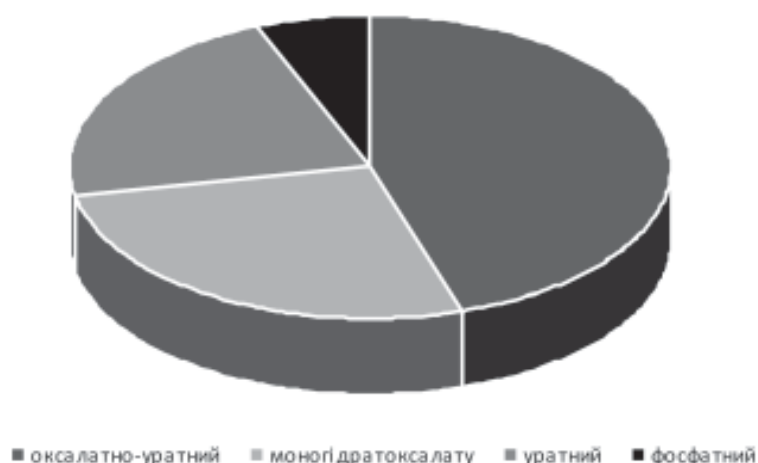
Рентгенструктурний аналіз каменів у відсотковому співвідношенні у хворих першої групи
